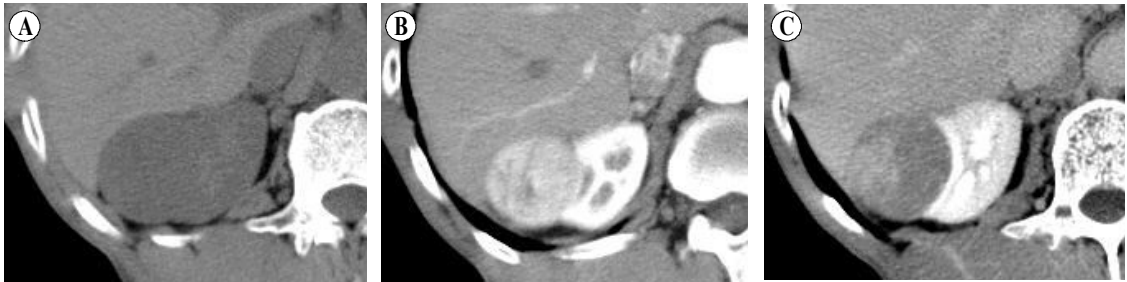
CT of a 61-year-old male with renal oncocytoma. A well-margined, round mass that is iso-dense compared to renal parenchyma is seen on a pre-enhanced CT scan (A). It is moderately enhanced on an arterial phase scan (B). An irregular hypodense portion is noted in the mass. On a venous phase scan, a segmental inversion of contrast enhancement is well demonstrated (C).
